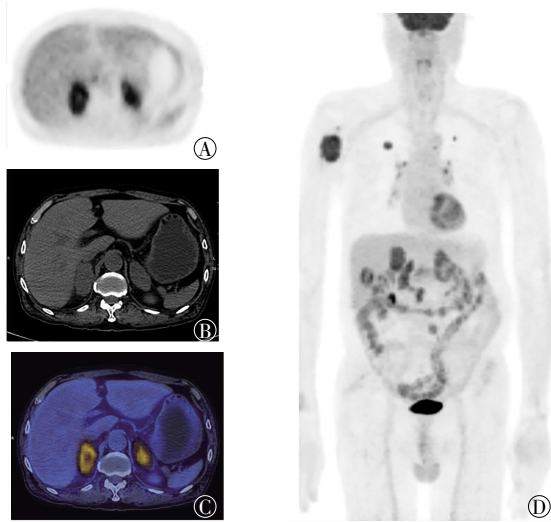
右上肺癌双侧肾上腺转移瘤 ¹⁸F-FDG PET/CT 显像图
